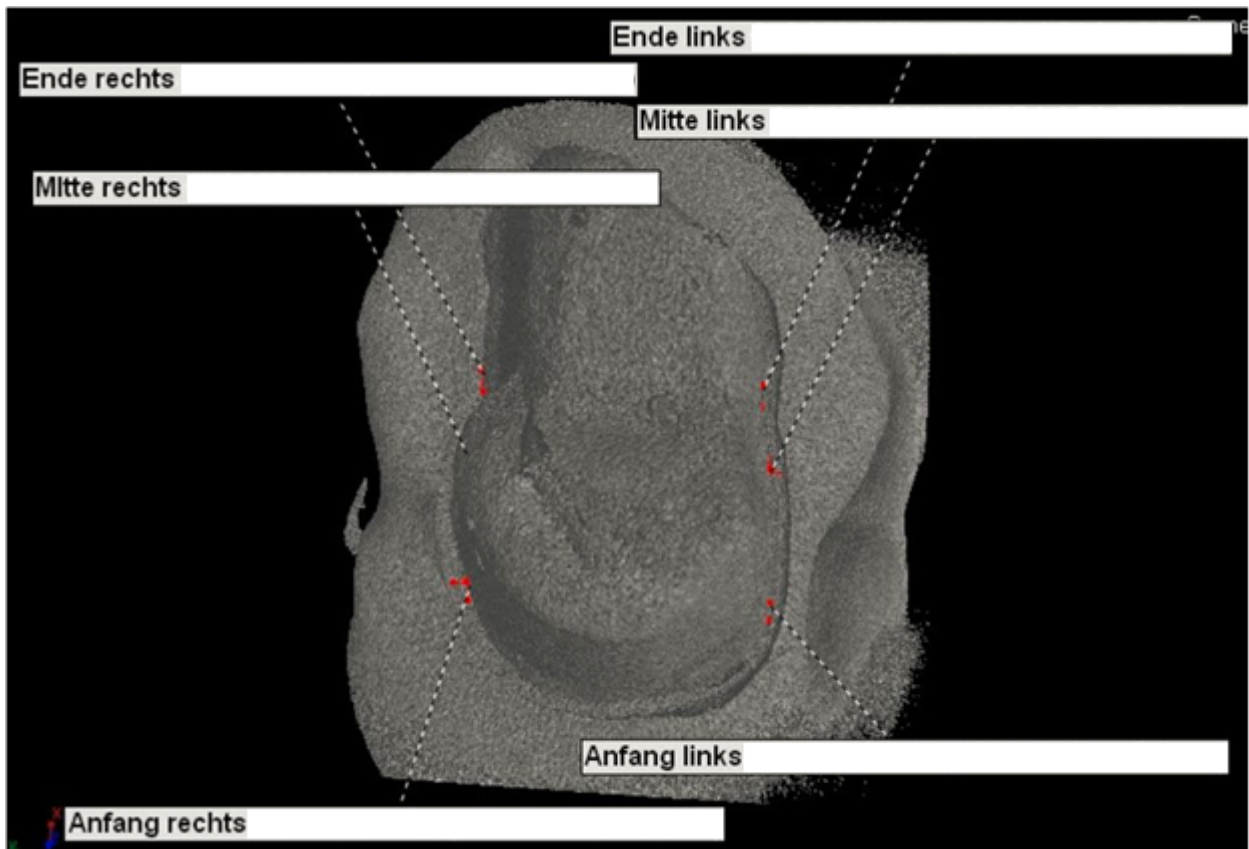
Übersichtsbild der Schnittlagen mittels Mikro-CT 3D-Scan der Probe
